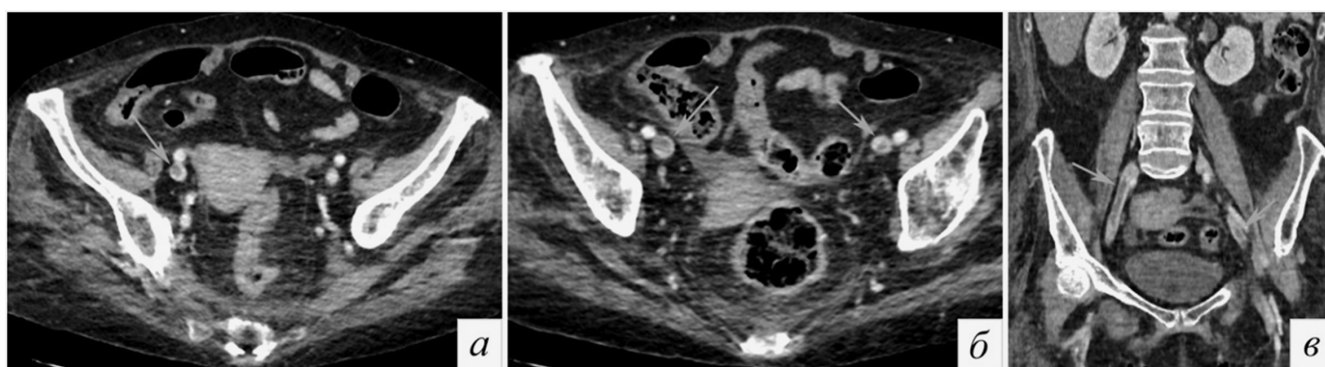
КТ с контрастным усилением в венозную фазу сканирования в аксиальной (а, б) и корональной (в) плоскостях. С двух сторон в просвете наружных подвздошных вен имеются дефекты наполнения, которые представляют собой тромботические массы, в т.ч. с флотацией (стрелки)
